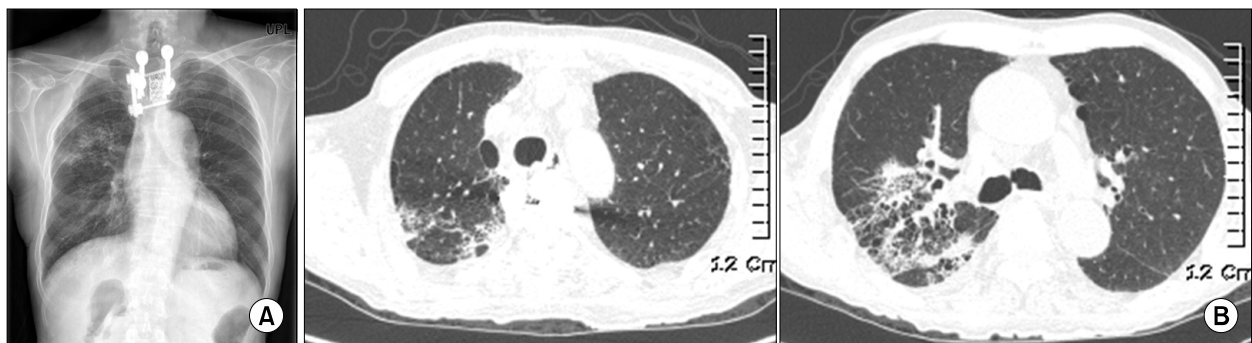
(A) Chest radiography shows interstitial pneumonia in right upper lobe at the presentation. (B) Chest CT shows consolidation and bronchiectasis with cystic formation in right upper lobe at the presentation.
